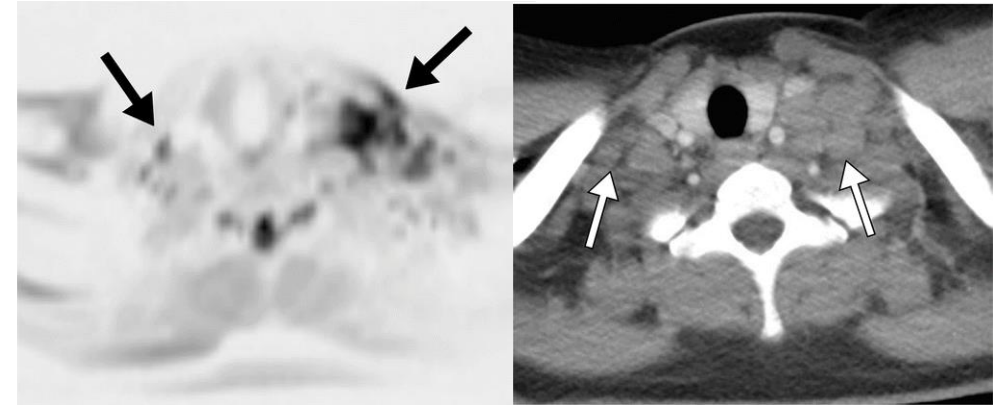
17歳 男児 悪性リンパ腫 両側の鎖骨上窩リンパ節の腫大が認められる。左の全身MRIでも右の造影CTと同様にリンパ節の腫大が描出されている。
